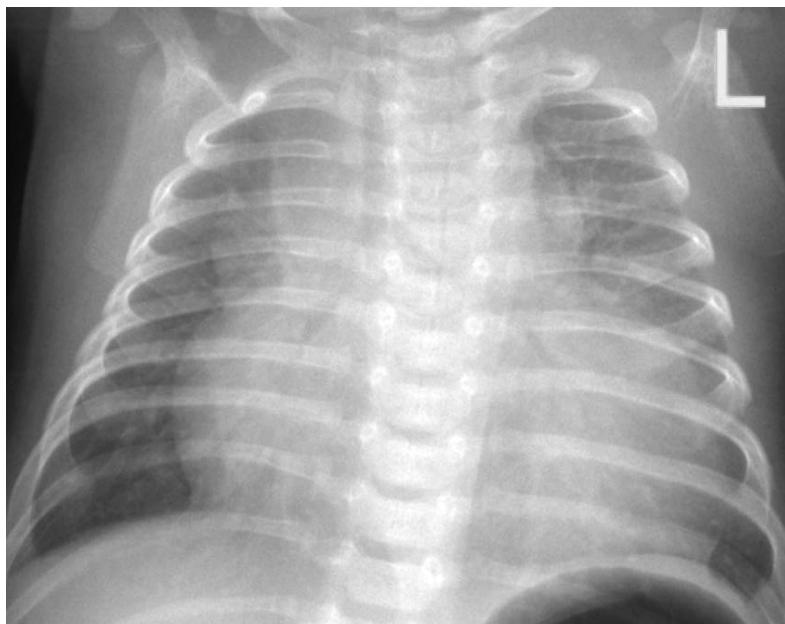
Рентгенография грудной клетки в прямой проекции: расширение тени сердца и верхнего средостения, кардиоторакальный индекс 0,76.
